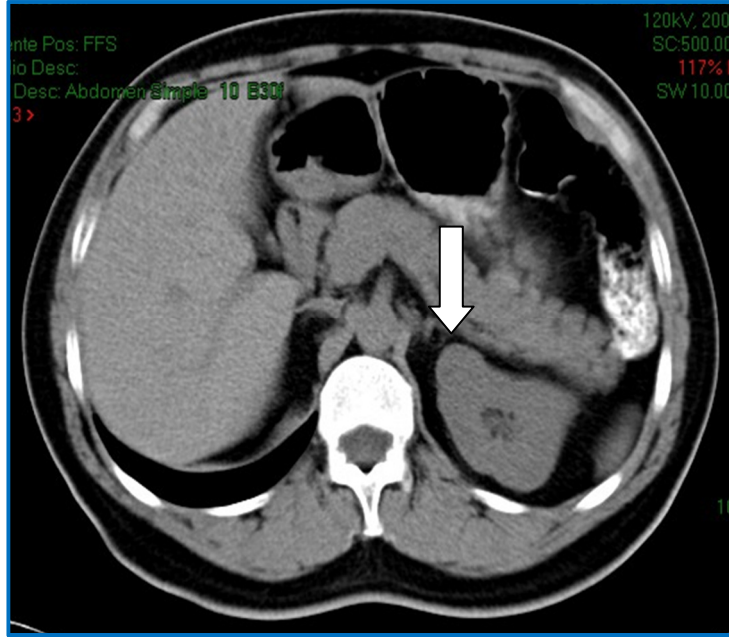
Tumor renal izquierdo, TC simple.
